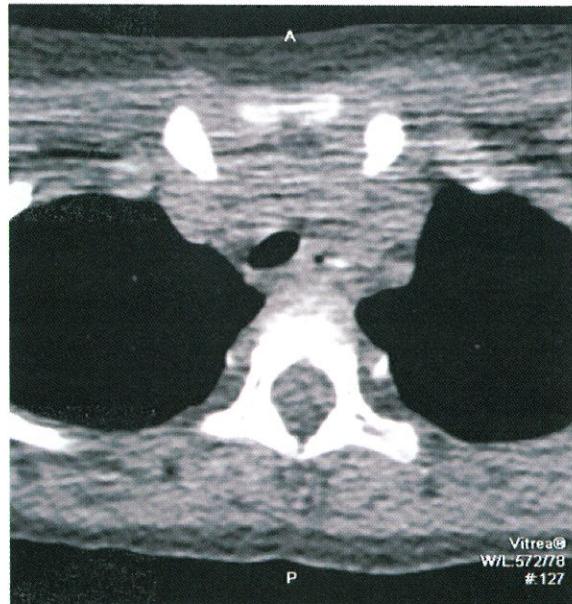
Axial CT image of case 1. A small calcification is shown in the esophagus.
